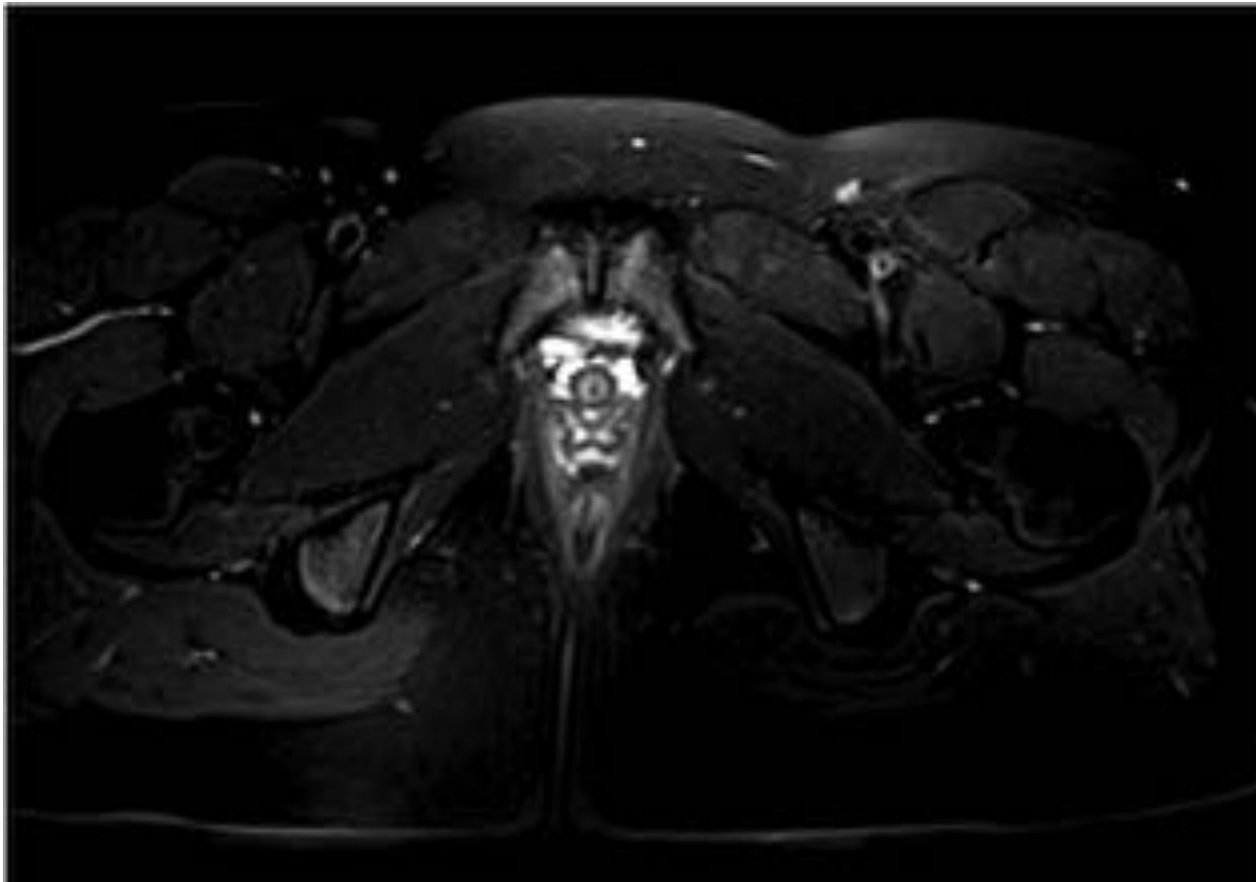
Misma paciente de la figura anterior. RM axial T2 IR que muestra el edema óseo medular bilateral, simétrico, con discreta esclerosis cortical, sin otros signos de afectación articular o insercional.
